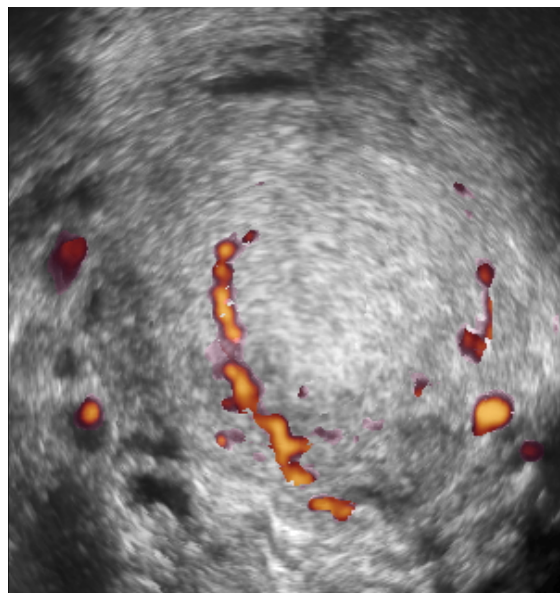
Imagen 2D del corte sagital del útero de la paciente, en la que tras la aplicación del Doppler color (imagen de la derecha) y power Doppler (imagen de la izquierda), se observa una tumoración con abundantes vasos penetrantes desde el miometrio a nivel de tercio inferior del útero con shunts arterio-venosos score 4 sugestivos de infiltración cervical.
